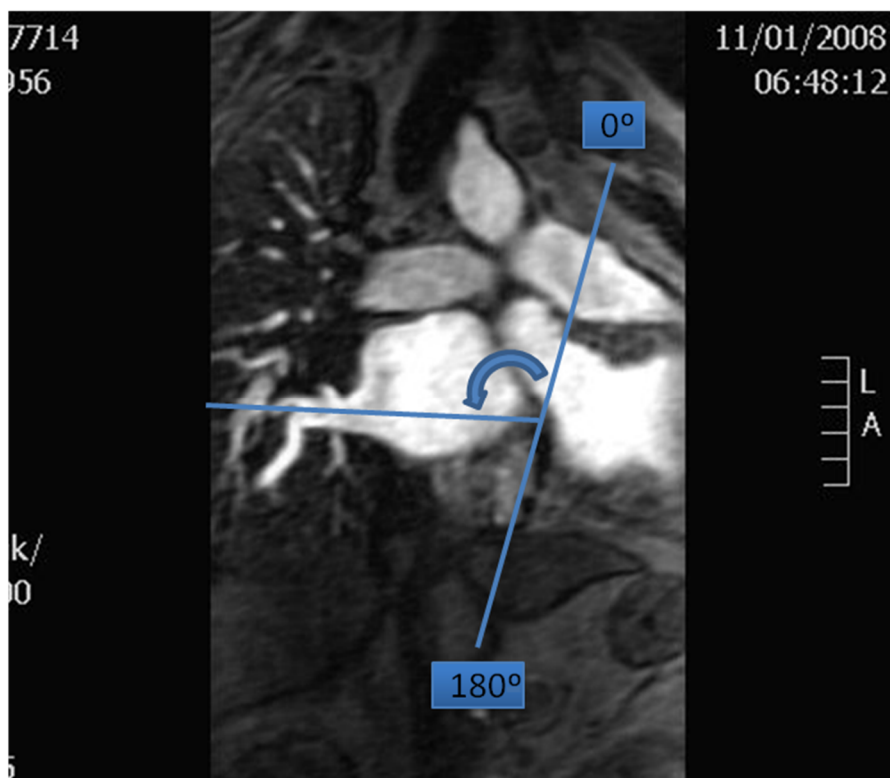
Secuencia angio-RM 3D en el plano coronal. Medición de la angulación de la VID respecto al plano de la válvula mitral.
